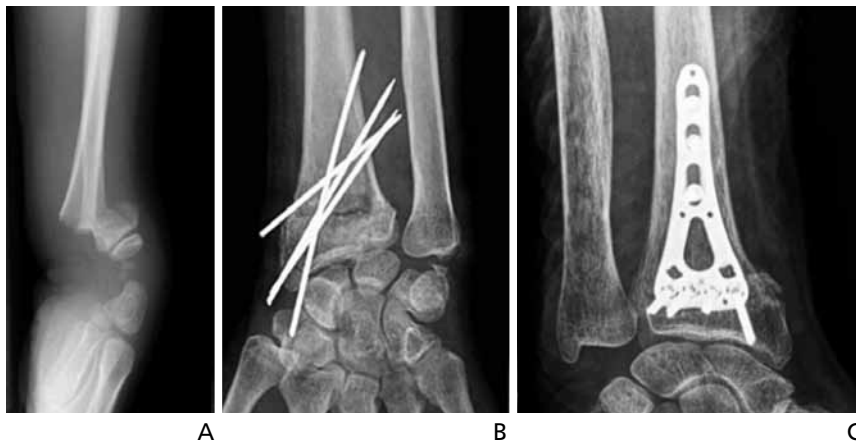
Radiographs of distal radius fracture and various surgical methods. (A) Distal radius fracture, (B) multiple pinning technique, and (C) plate fixation technique.
